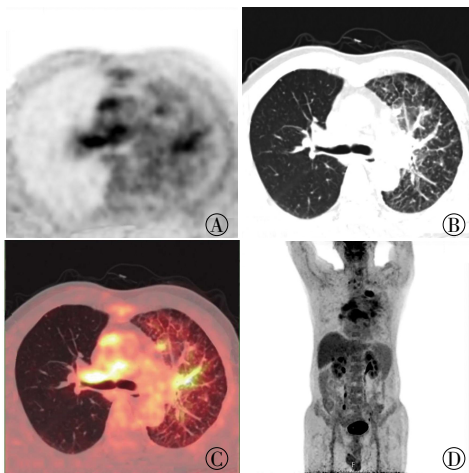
左肺上叶腺癌患者(男性, 55 岁)的 PET/CT 融合图像图中, A: 左肺上叶团块样放射性浓聚; B: CT 可见紧邻肿瘤周围局部肺小叶间隔明显增厚; C:  $^{18}\text{F}$ -FDG PET/CT 融合显像后目视未见小叶间隔放射性摄取, 测定小叶间隔增厚肺野  $SUV_{mean}$  及 SUR 均明显高于对侧正常肺野; D: MIP 图显示左肺门及纵隔未见异常肿大或浓聚的淋巴结影。FDG: 氟脱氧葡萄糖; PET/CT: 正电子发射断层显像计算机体层摄影术;  $SUV_{mean}$ : 平均标准化摄取值; SUR: 标准化比值; MIP: 最大密度投影。
